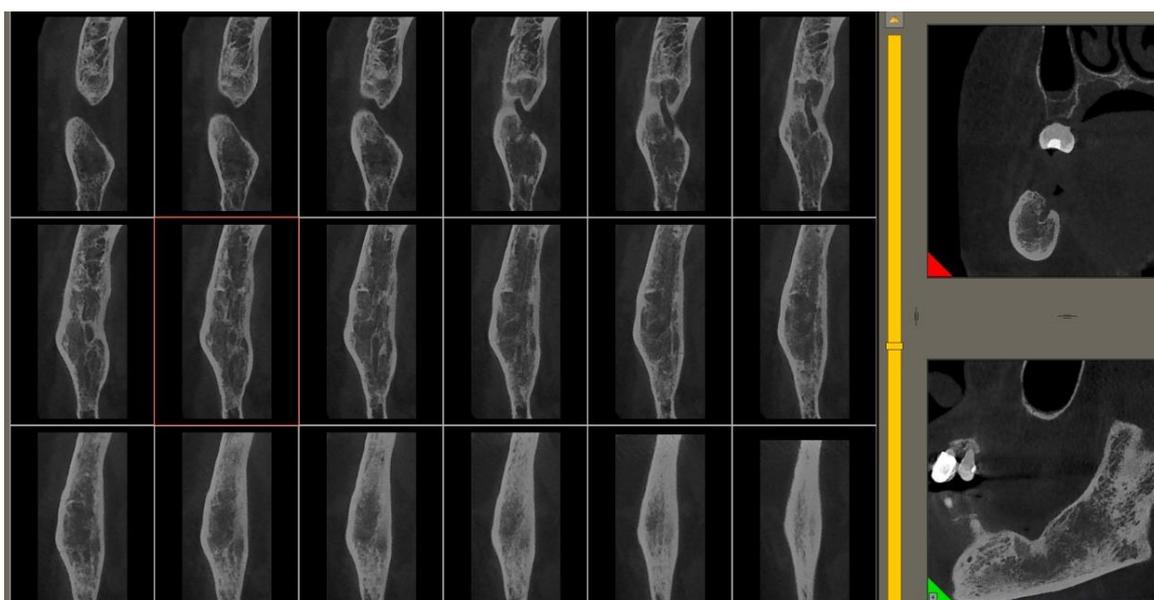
Cortes tomograficos sagitales, axiales y coronales
